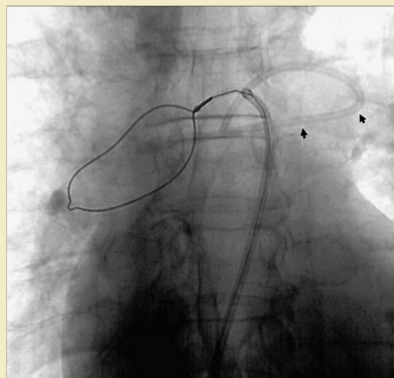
Hombre de 61 años de edad con neumonía. Radiografía que muestra un catéter venoso central roto durante su extracción. Obsérvese el fragmento de catéter (flechas pequeñas) embolizado en el ventrículo derecho. Utilizando un catéter multiusos, el fragmento fue enlazado con el asa.
